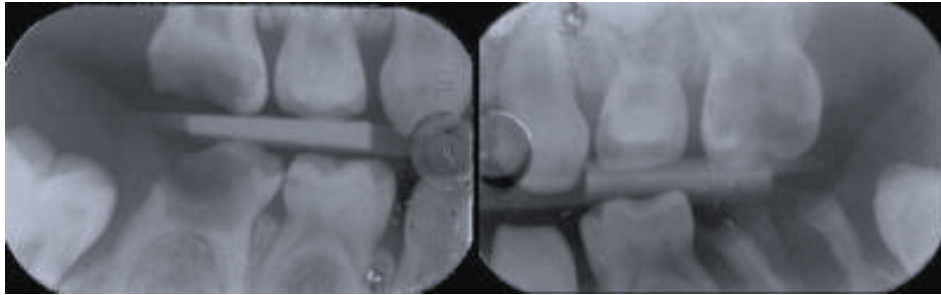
Radiografía con presencia de caries rampante.
